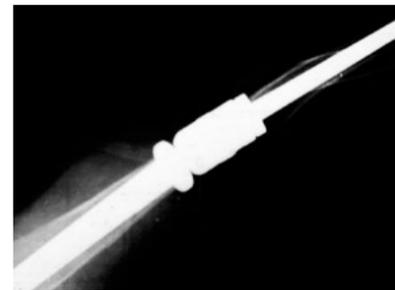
Пациент И. Рентгенограмма через 3 года после операции
